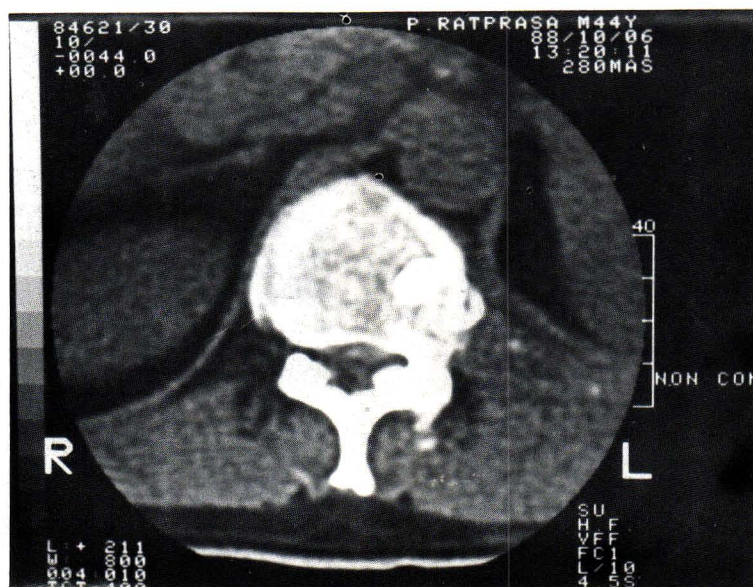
Computerized Tomography after the operation showing the position of the rib strut graft. Compression of subarachnoid space is not seen.
